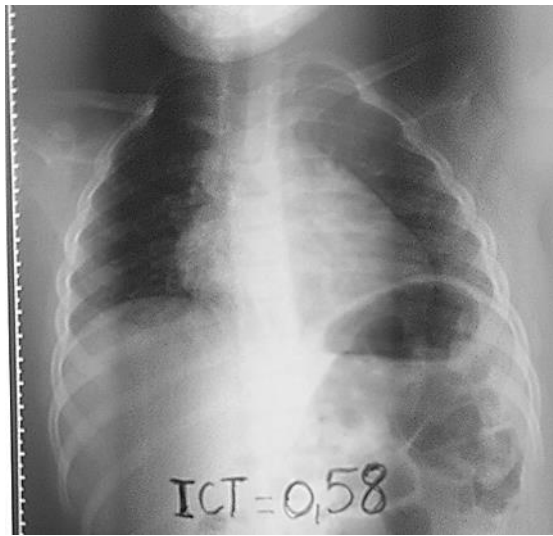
Radiographie du thorax montrant la cardiomégalie.
